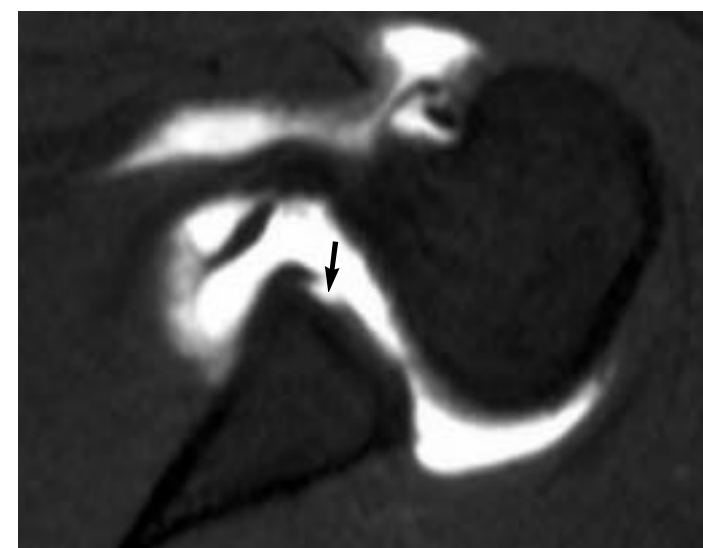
Lesión GLAD. Imagen de artrografía-RM axial potenciada en T1 con técnica de supresión grasa en la que se evidencia acumulación de contraste en un defecto del cartilago hialino glenoideo (flecha).
